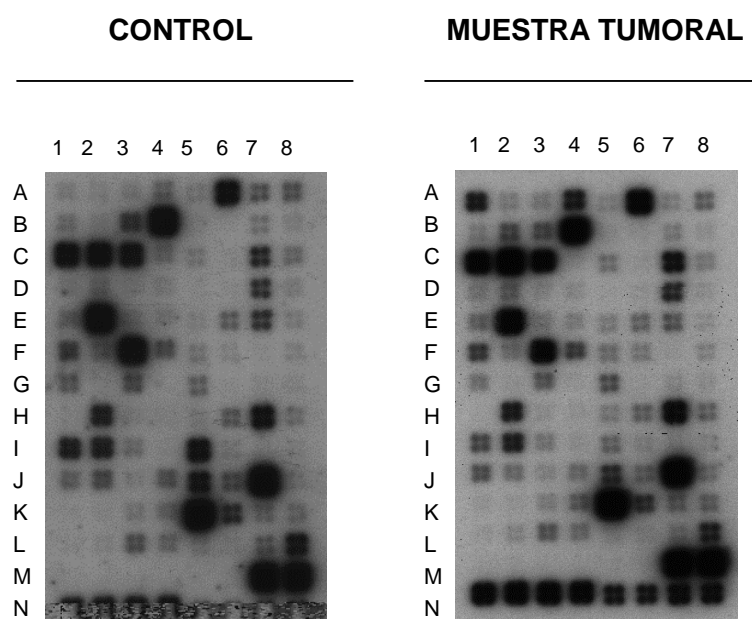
Representación de dos matrices de ADN complementario hibridadas. A la izquierda, autorradiografía de la mezcla de 8 muestras no tumorales; a la derecha, autorradiografía de una muestra tumoral. En ambas, las dos últimas filas se corresponden con los blancos (fila M: posición 1 - 6) y con los genes normalizadores (fila M: posición 7 - 8; fila N: posición 1 - 8).
